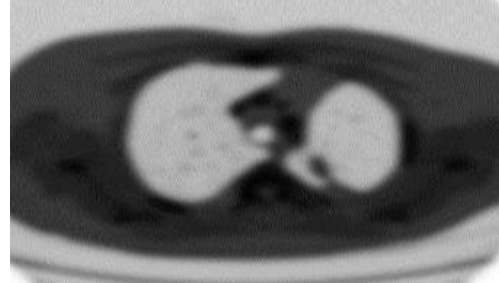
BT görüntüsünün negatifi
